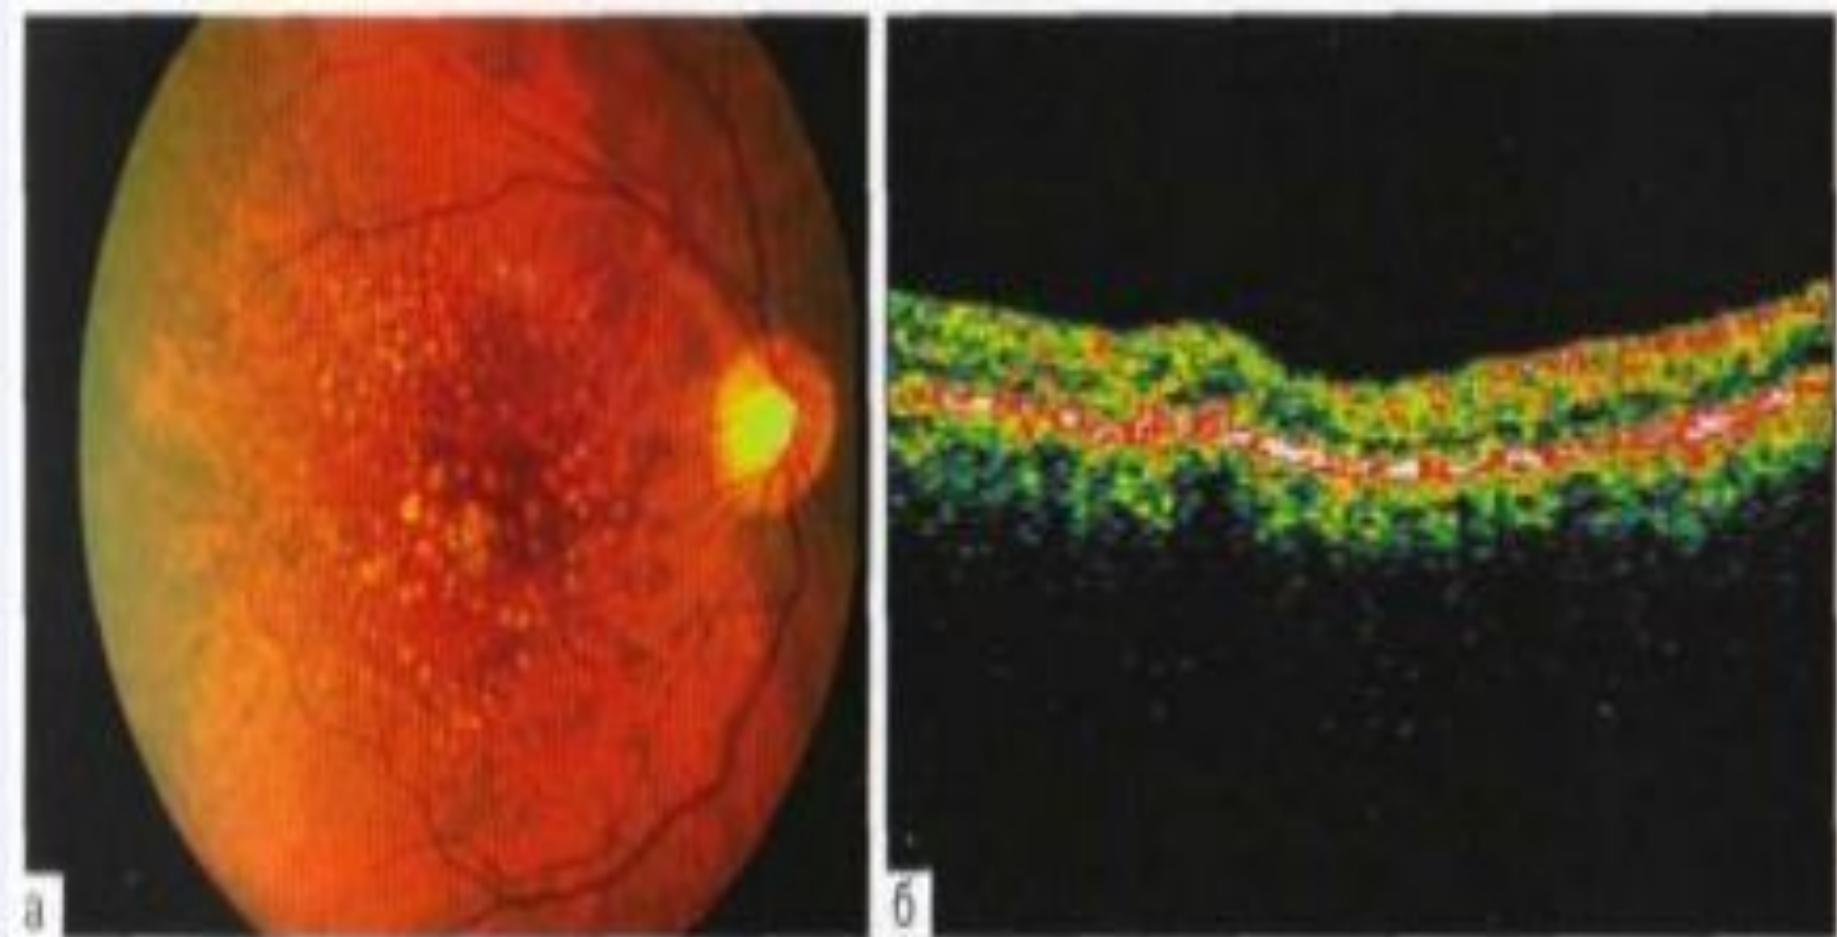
Глазное дно пациента с твёрдыми друзами. а — биомикроскопия макулы. В пределах темпоральных сосудистых аркад видны множественные желтоватые включения с чёткими границами; б — оптическая когерентная томограмма макулы правой глаза пациента с ВМД. При сканировании в горизонтальной плоскости через центральную ямку обнаружены дефекты пигментного эпителия, фокусные возвышения и утолщения мембраны Бруха — твёрдые друзы привлекают на себя внимание утолщение всей сетчатки и уменьшение прозрачности слоя фоторецепторов.
